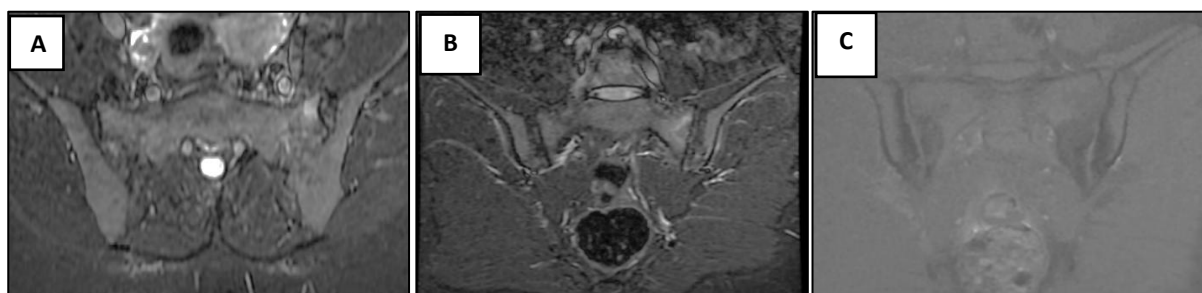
image d'IRM des articulations sacro-iliaques en STIR axial (A), STIR coronal (B) et T1 FS coronal (C) montrant un œdème sous-chondral prédominant à gauche, associé à des irrégularités et érosions des berges articulaires bilatérales, avec élargissement et flou de l'interligne articulaire sacro-iliaque gauche et condensation sous-chondrale.
